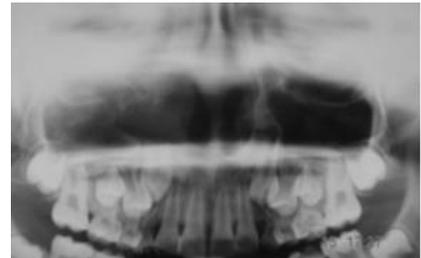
Arcada superior e inferior. Acercamiento de la lesión en la radiografía panorámica ⁷⁶.
